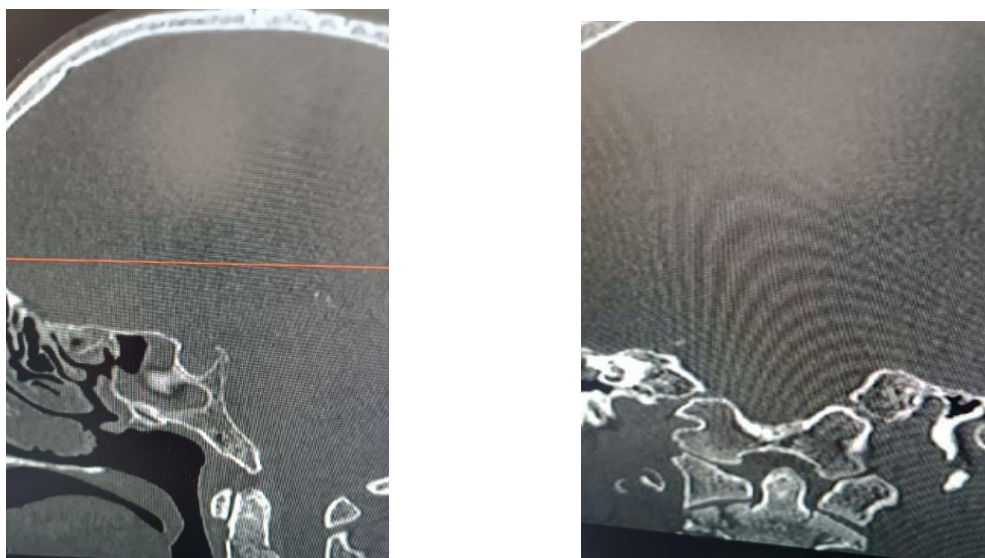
МСКТ картина перелома зубовидного отростка CII позвонка без смещения.
